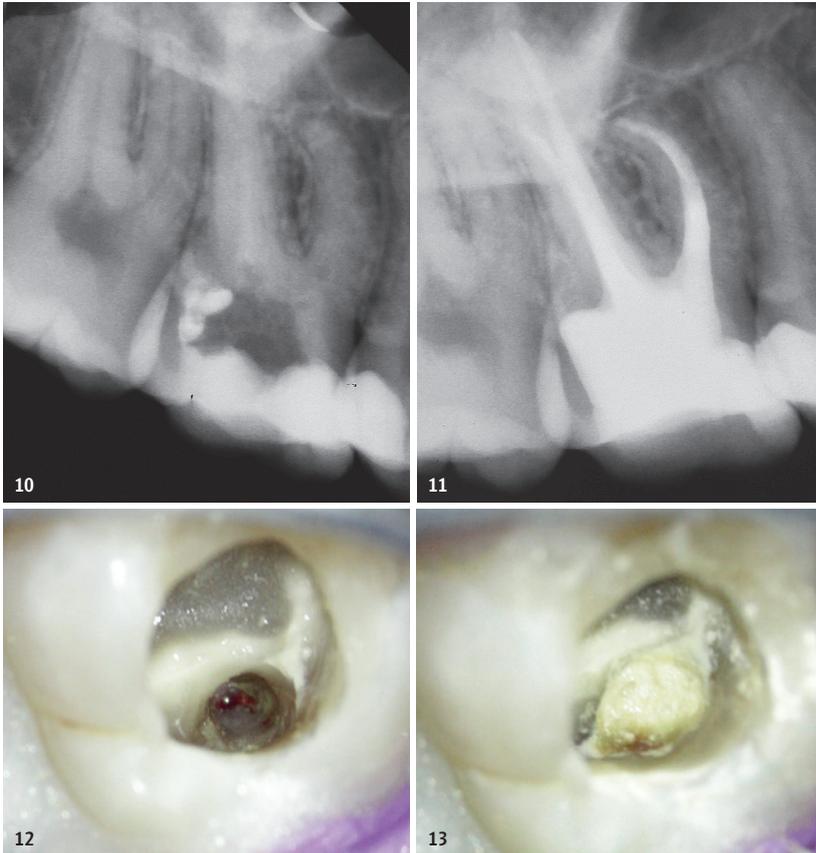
Zahn 16 mit Perforation im Übergang zum distalen Pulpenboden. Abb. 11: Intraoperative Darstellung der Perforation nach Reinigung. Abb. 12: Zustand nach Wurzelfüllung und Perforationsdeckung, deutlich reduzierter Röntgenkontrast des biokeramischen Zements. Abb. 13: Intraoperativer Zustand direkt nach Perforationsdeckung.
